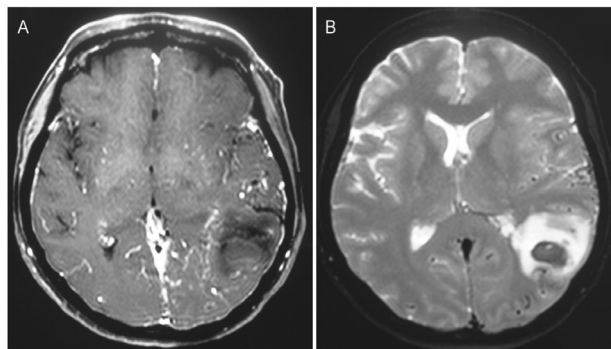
Ressonância magnética de encéfalo em corte axial. Em A – T1 com gadolínio e em B – T2: mostrando área de hemorragia parietal esquerda, com edema circunjacente, além de evidenciar veias intracranianas dilatadas e tortuosas.
